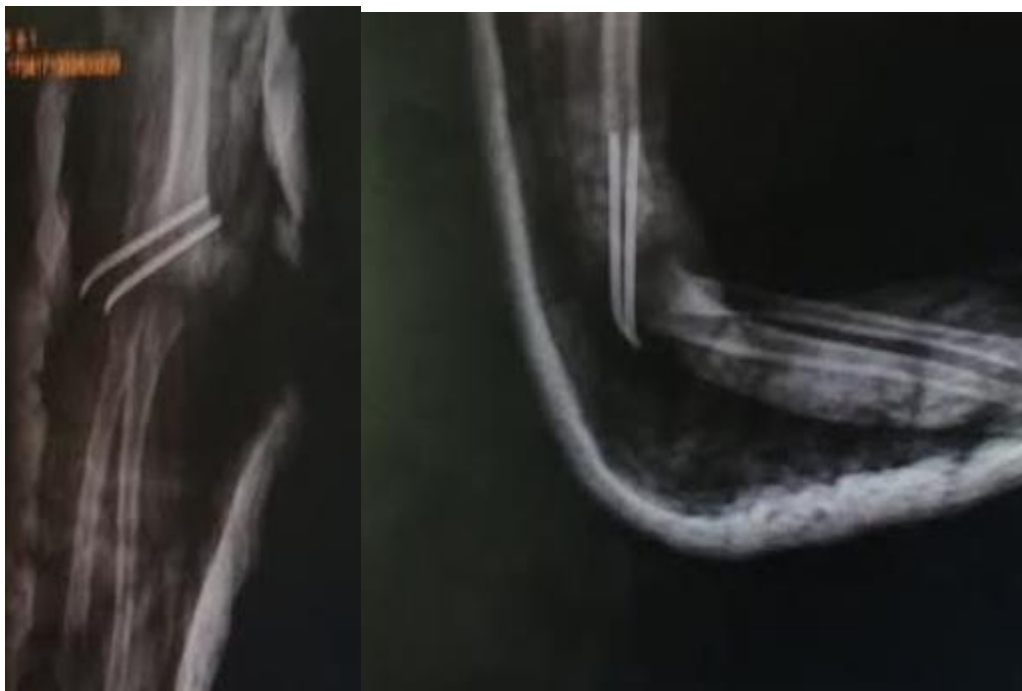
radiographies de face et profil après réduction et stabilisation selon la technique de judet
